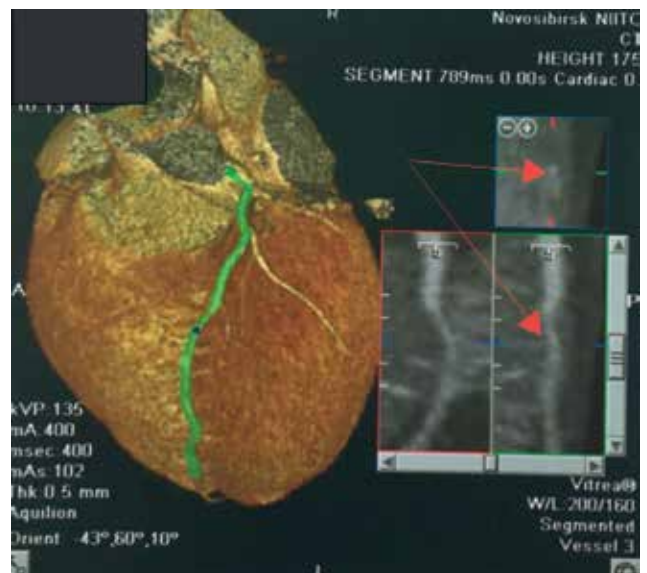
МСКТ коронарных артерий.
